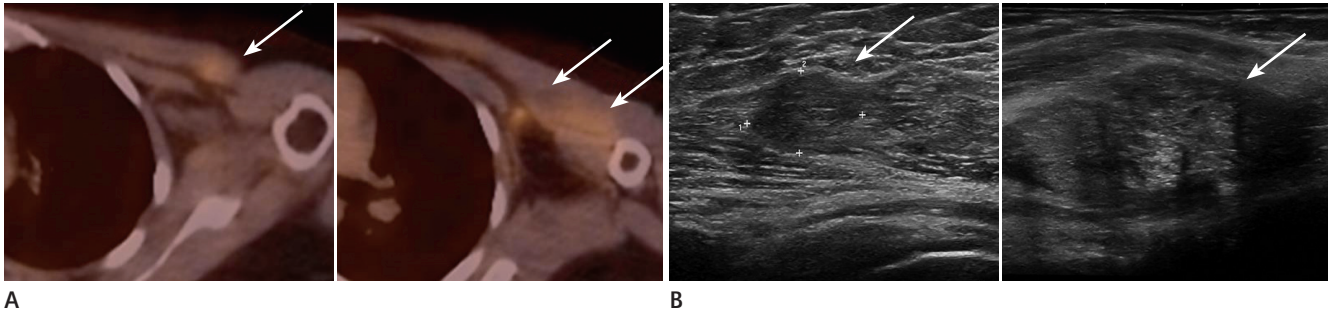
A 30-year-old woman who had undergone left modified radical mastectomy for mucinous carcinoma presented with a lesion suspicious for malignancy on a 3-year follow-up fluorodeoxyglucose positron emission tomography (FDG-PET)/CT scan and confirmed as local recurrences on pathologic examination.
